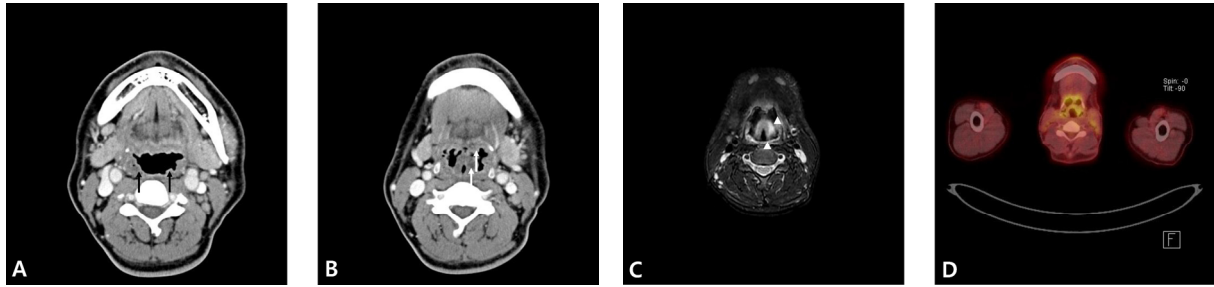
The pre-treatment radiologic and nuclear images. The enhanced axial scans of neck CT show irregular mucosal swelling of the pharyngeal mucosal space (arrows)(A). And it demonstrates diffuse irregular mucosal thickening of epiglottis, tongue base and lateral pharyngeal wall (white arrows) (B). The T2-weighted MRI scan reveals high signal intensity on posterior pharyngeal wall and epiglottis (white arrowheads) (C). The 18 F-FDG Positron emission computed tomography scans demonstrated increased FDG uptake in oropharyngeal wall (standard uptake value max=4.83) and epiglottis (standard uptake value max=3.32) (D).
